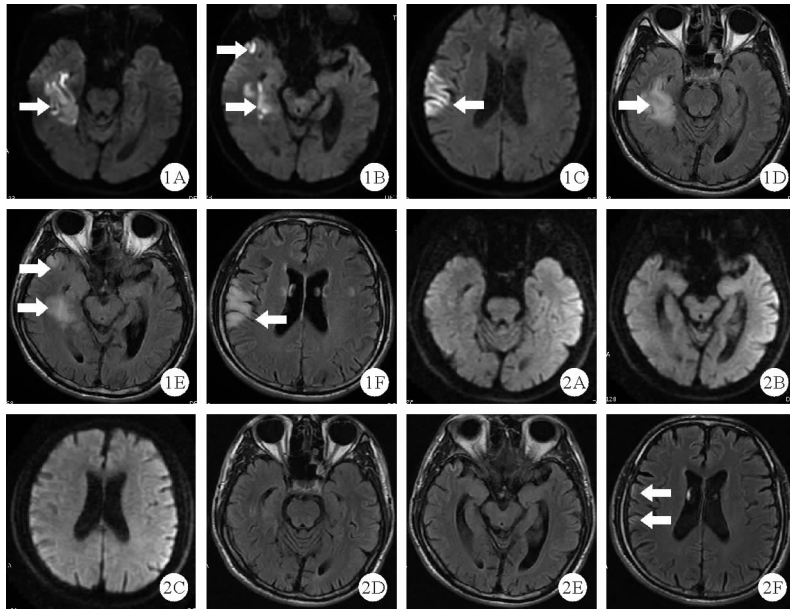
患者2020年2月10日颅脑MRI检查结果(A、B、C为DWI序列,箭头所示为右侧额颞顶叶、岛叶、海马旁区点状、片状高信号影;D、E、F为FLAIR序列,箭头所示为右侧额颞顶叶、岛叶、海马旁区点状、片状高信号影) 图2 患者2020年3月11日复查颅脑MRI检查结果(A、B、C为DWI序列, DWI呈等信号;D、E、F为FLAIR序列,箭头处见皮质少许脑回样高信号)
